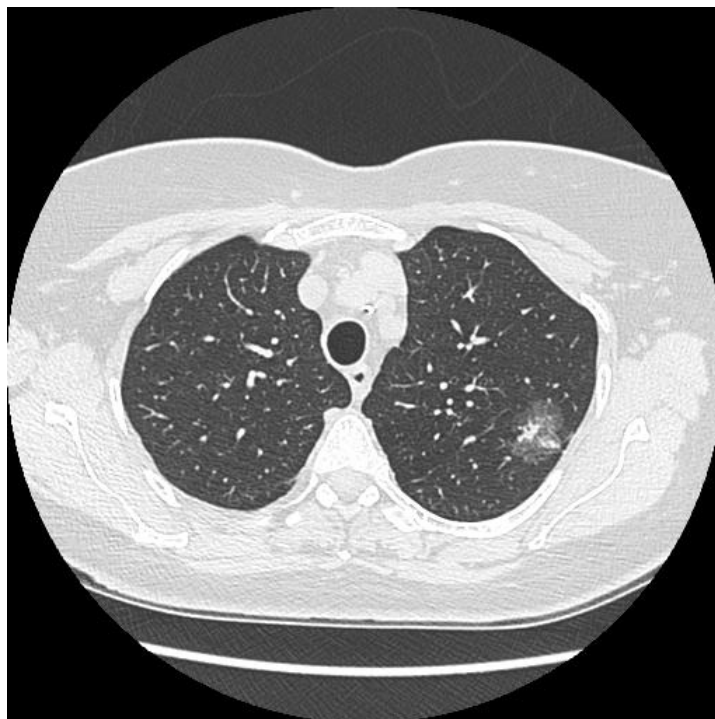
Il s'agit de la TDM initiale montrant un nodule de 5 mm avec opacification du verre circonscrit, les dimensions totales sont d'environ. 18mm x 15mm dans le lobe supérieur gauche.
